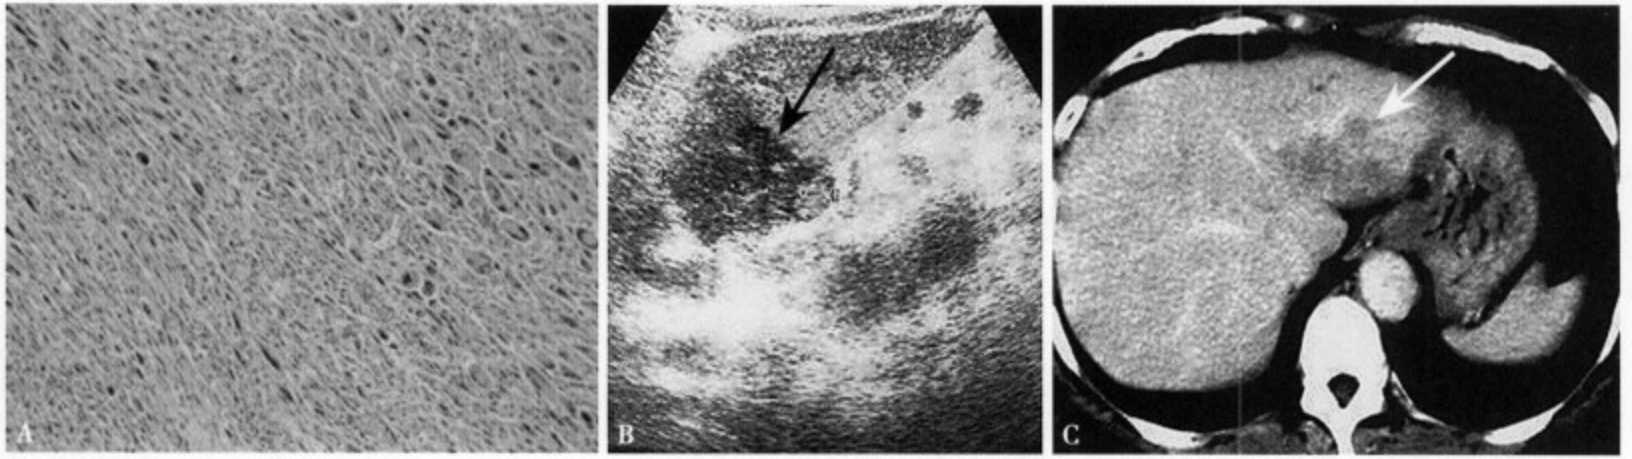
肝细胞癌肉瘤样变 (A) (HE ×20) 肉瘤样组织内可见纺锤形和异型明显的多核巨细胞; US (B) 显示肝左叶实质性肿块, 直径约 4cm, 边界尚清, 边缘不规则, 内部回声不均; 增强 CT 动脉期 (C) 肿瘤的边缘部可见轻~中度强化, 中心部存在不强化低密度区
